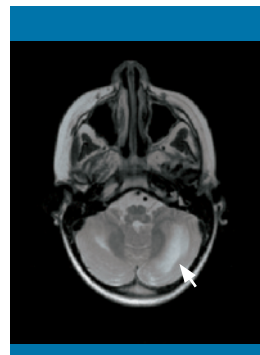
Resonancia magnética cerebral, imagen en proyección axial potenciada en T2: hiperintensidad de señal en la sustancia blanca de los hemisferios cerebelosos
